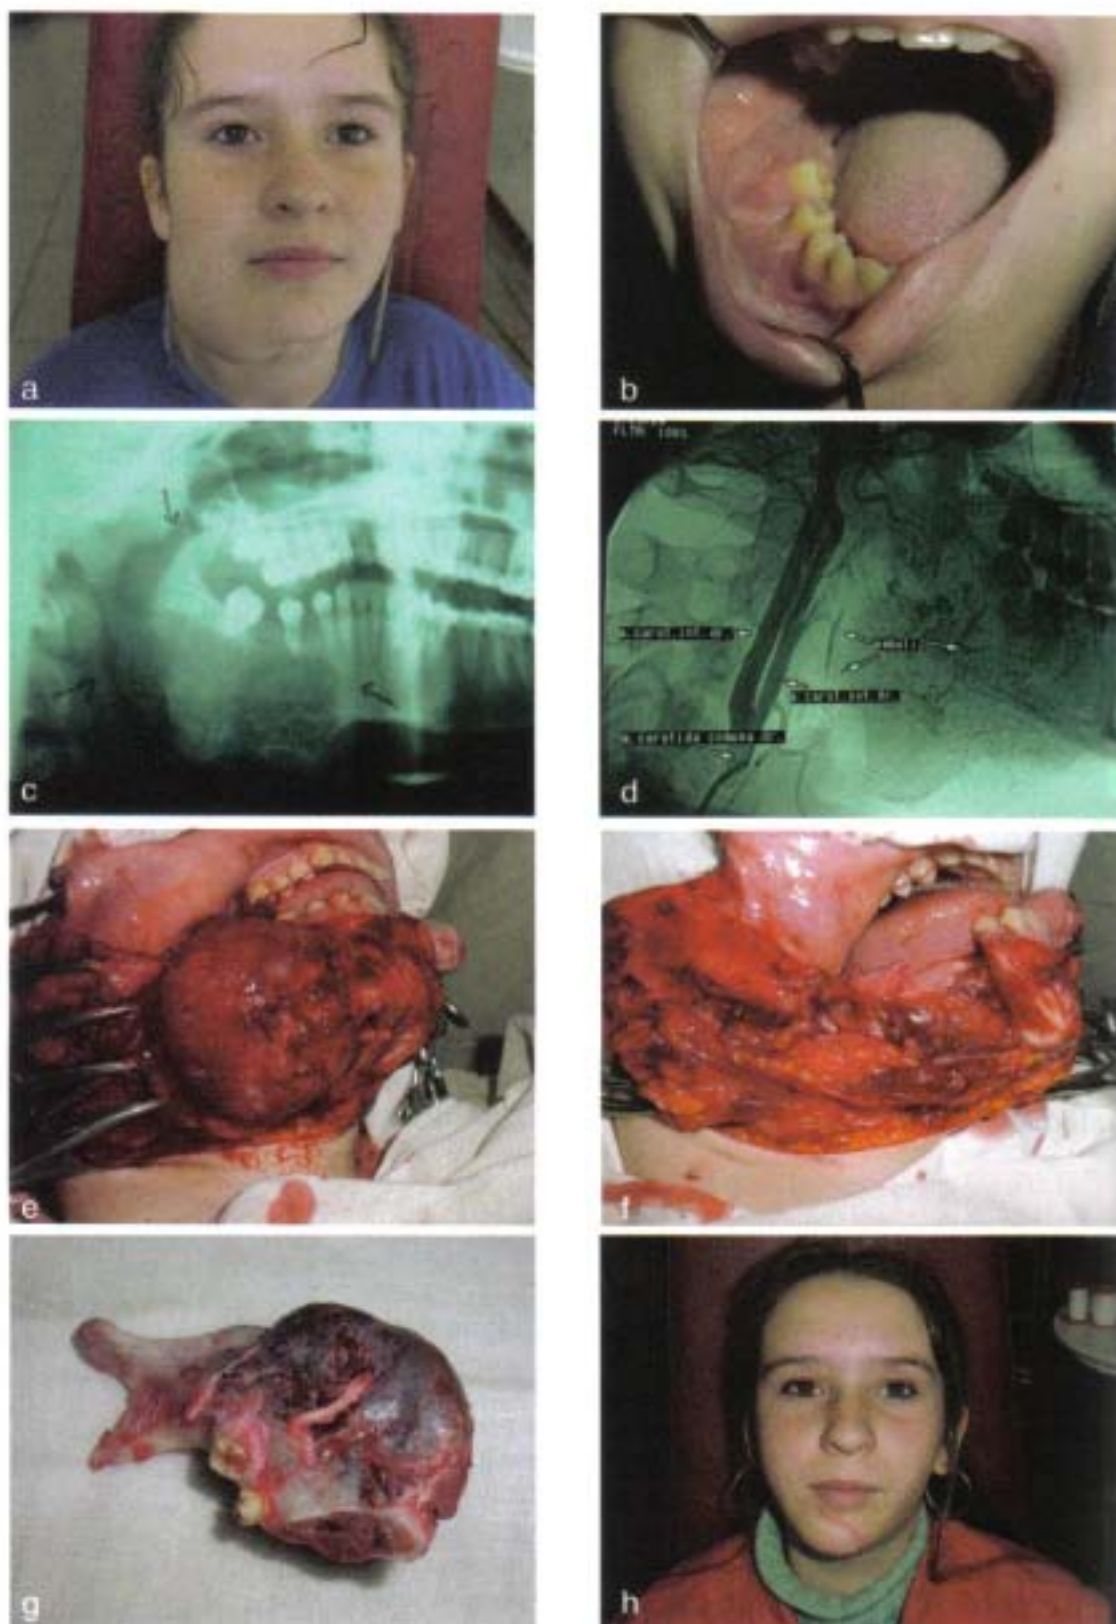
Malformație vasculară cu flux scăzut, interesând hemimandibula dreaptă, la o pacientă de 14 ani: a – aspect clinic cervico-facial, cu deformarea etajului inferior al feței; b – aspect clinic oral, cu deformarea vestibulului oral; c – aspectul pe ortopantomogramă al leziunii; d – se practică embolizare temporară – aspect angiografic post-embolizare; e, f, g – hemirezecție de mandibulă cu dezarticulare – aspect intraoperator și piesa de rezecție; reconstrucția se va realiza secundar după perioada de creștere; h – imagine postoperatorie.
